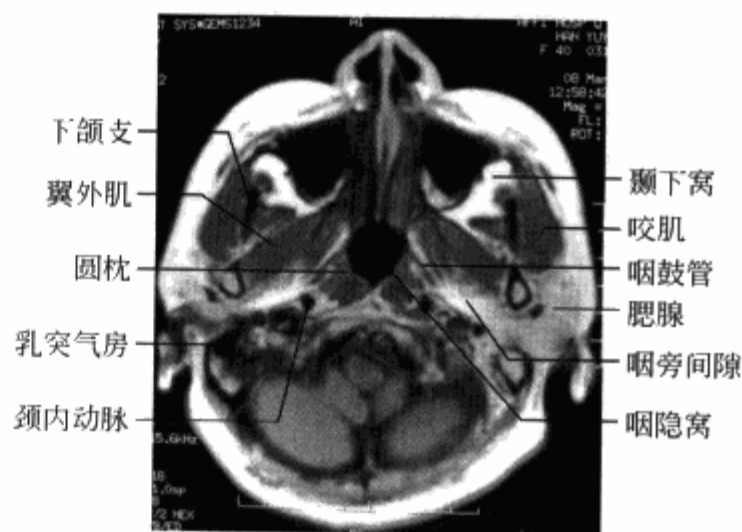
MRI 横轴位 T_1 WI 示鼻咽层面
